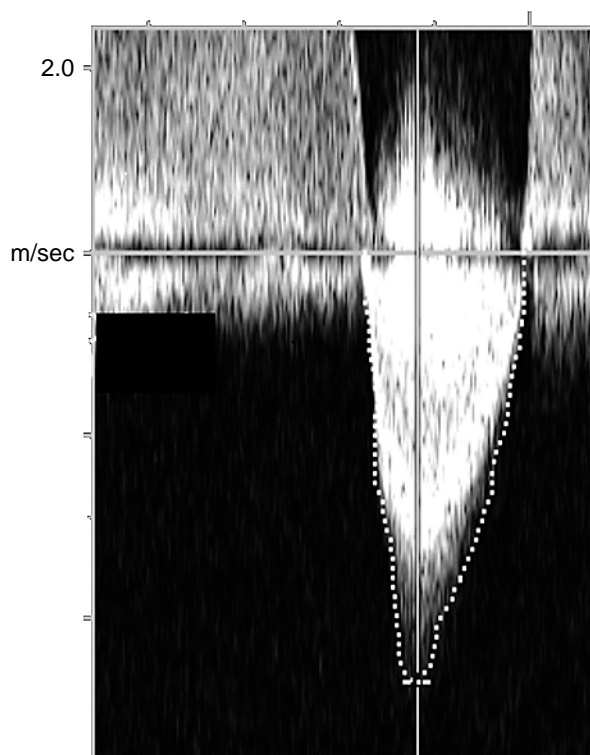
Transthoracic Doppler echocardiogram
